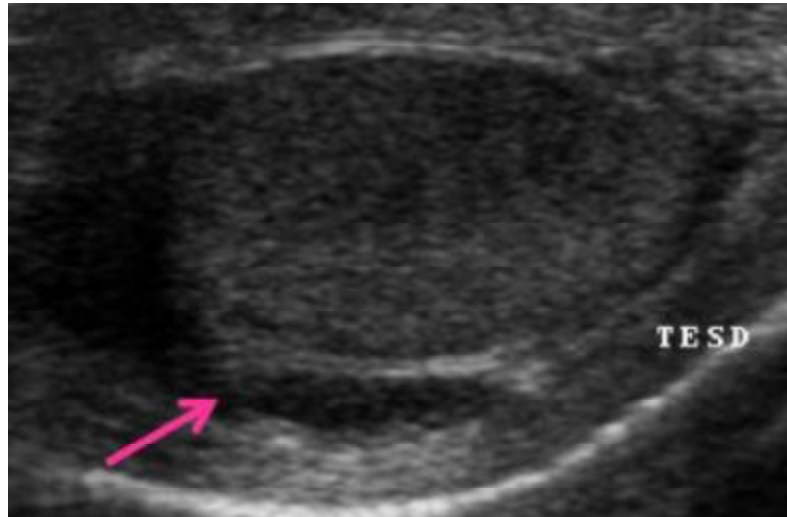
Image d'échographie scrotale avec un hématome scrotal extra vaginal
